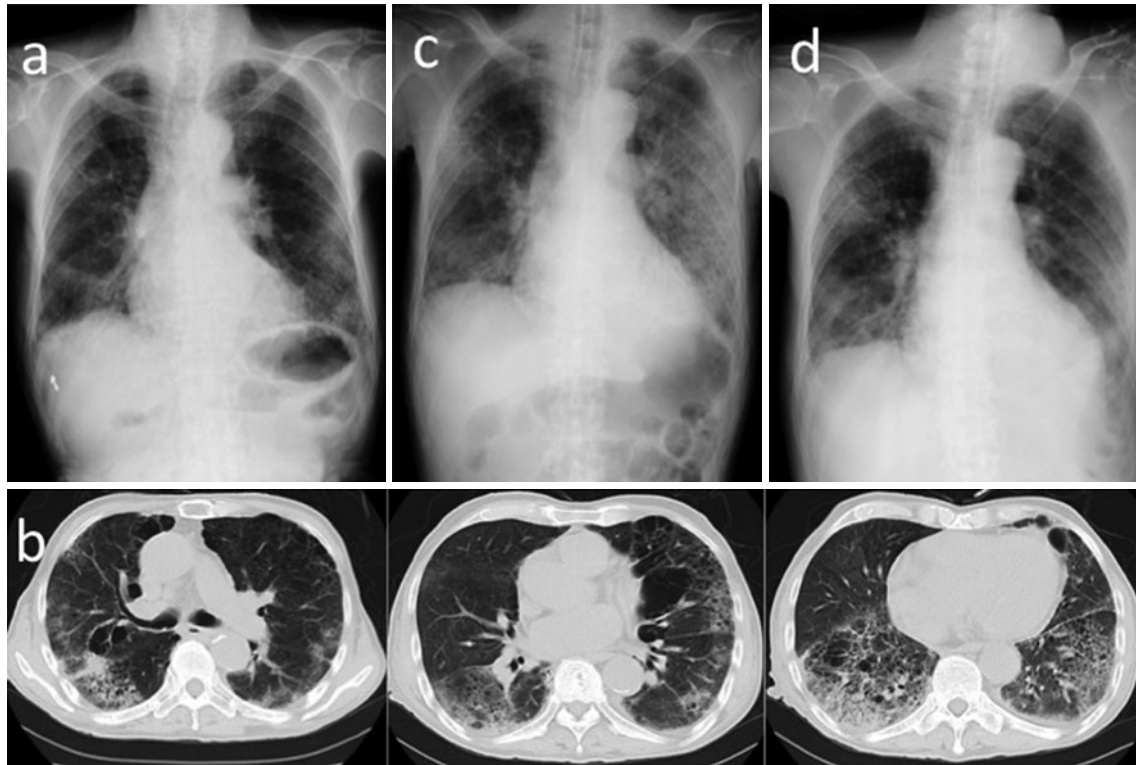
(a) 入院時胸部X線写真. 両側の下肺野を中心に淡い浸潤影を認めた. (b) 入院時胸部単純CT. 気腫性変化を背景に両側の上葉から下葉背側の末梢優位にすりガラス陰影と一部に小葉間隔壁の肥厚を認めた. (c, d) 入院3日目およびステロイド治療開始4日目の胸部X線写真. 入院3日目には両側の浸潤影は拡大し悪化した, ステロイド治療開始後4日目には両側の浸潤影は消退し酸素化は改善した.
